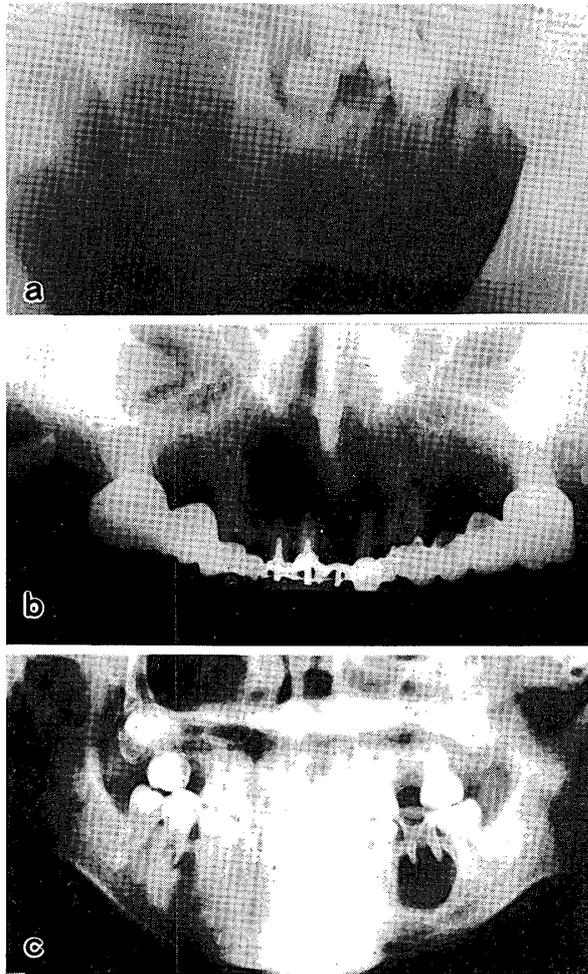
歯根嚢胞の斜位像とパノラマX線像 (a: 6|に起因した歯根嚢胞の側斜位像, b: 21|に起因した歯根嚢胞の口腔内線源方式パノラマX線像, c: 6|に起因した歯根嚢胞の回転断層軌道方式パノラマX線像)
